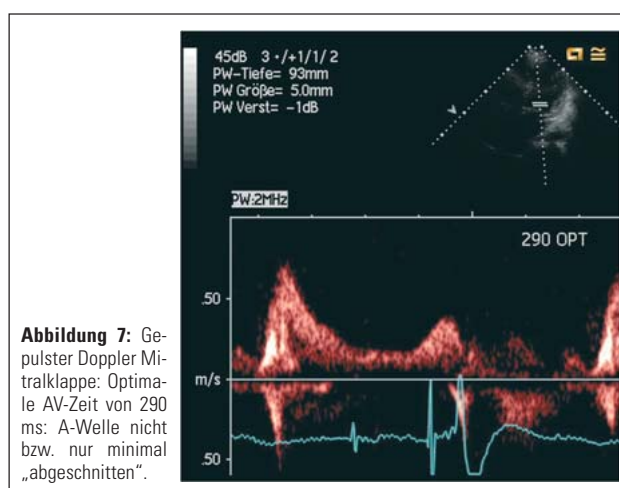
Gepulster Doppler Mitralklappe: Optimale AV-Zeit von 290 ms: A-Welle nicht bzw. nur minimal „abgeschnitten“.
